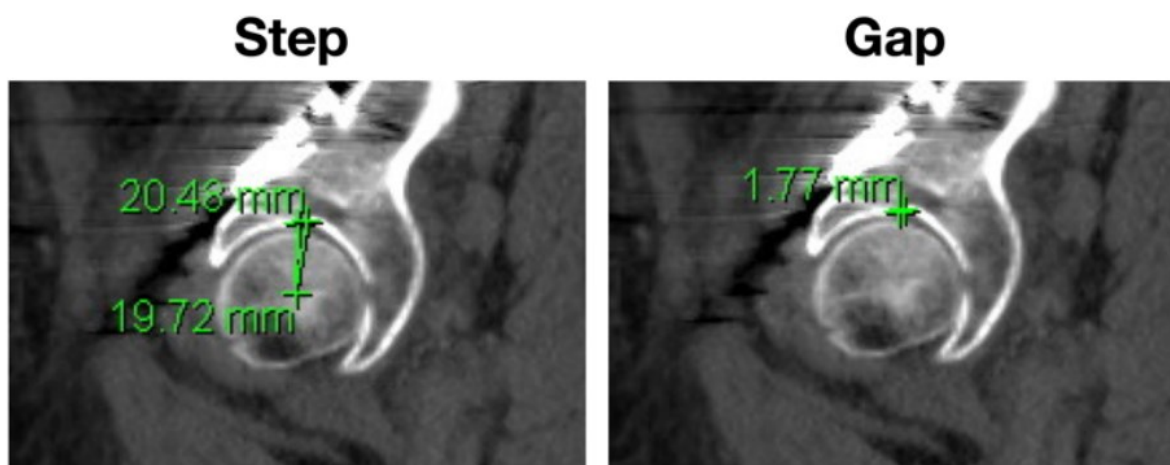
Misurazione di step e gap su immagini TC post-operatorie.
